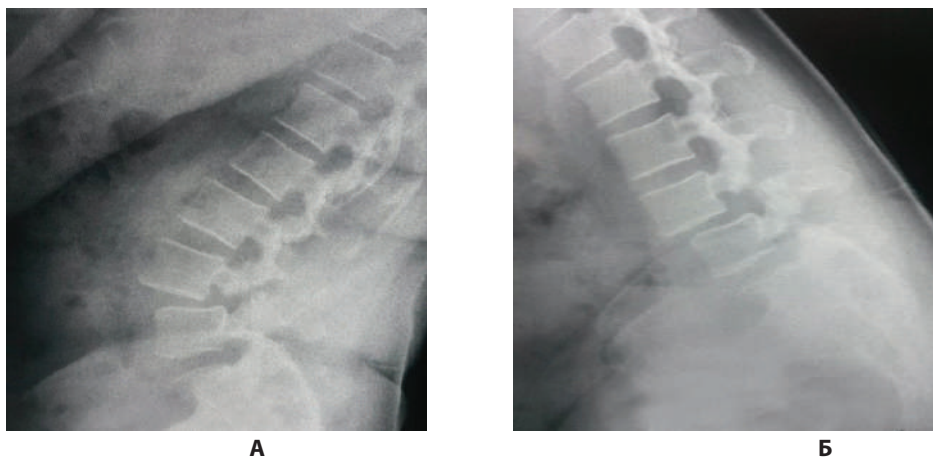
Функциональные рентгенограммы поясничного отдела позвоночника в положении разгибания (А) и сгибания(Б).
